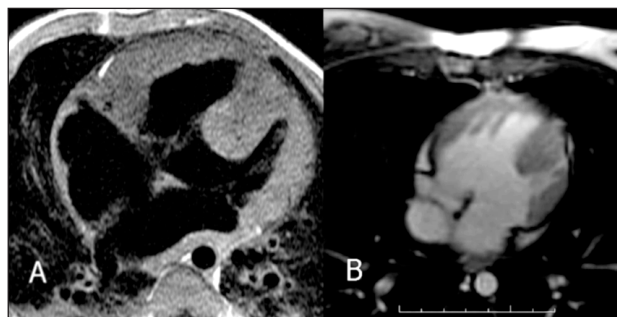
A ressonância magnética pode explorar adequadamente as cardiopatias congênitas. Nestes quadros vemos imagem do tipo sangue-ausente que demonstra a presença de defeito do septo interatrial e do septo interventricular (A). Em B, observa-se grande comunicação interventricular em uma sequência de cinerressonância.
